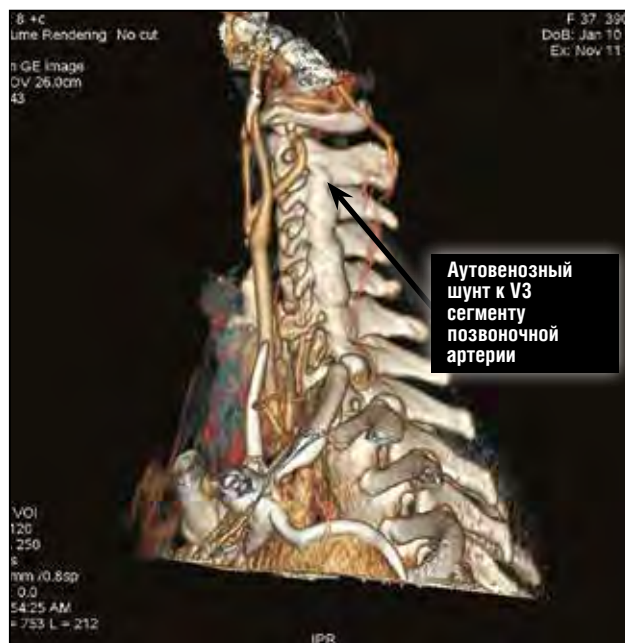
КТ-ангиография после операции (визуализируется шунт к V3 сегменту позвоночной артерии, отсутствует аневризма позвоночной артерии).
